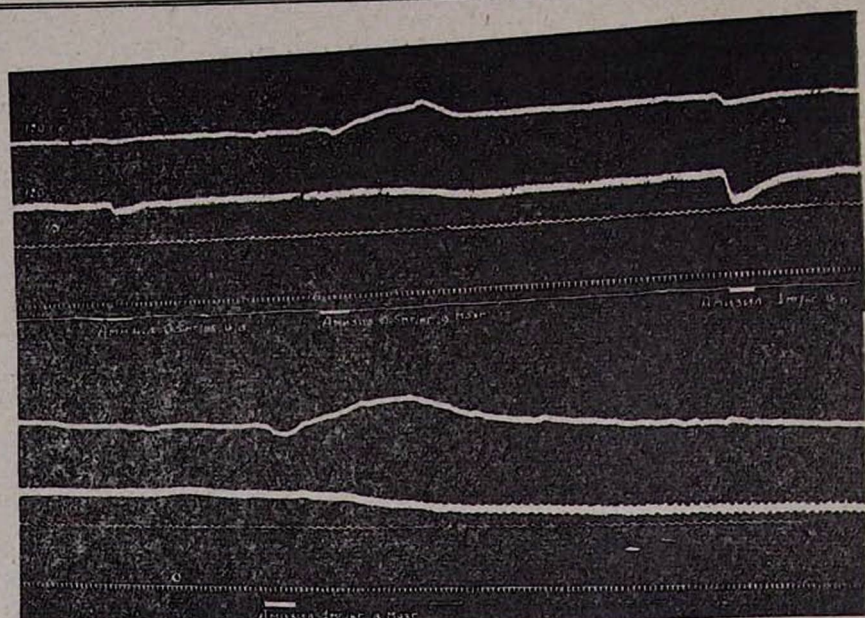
Одностороннее удаление верхнего шейного симпатического узла. Влияние различных доз амизила на тонус сосудов мозга. Обозначения сверху вниз: перфузионное давление на ганглектотомированной стороне, перфузионное давление на интактной стороне, артериальное давление, дыхание, отметка времени, отметка введения препарата.
